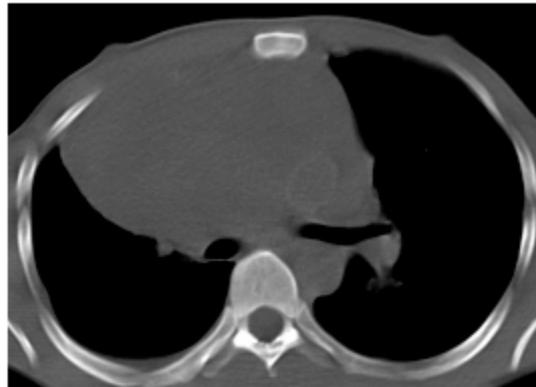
Tomografía Computarizada simple de tórax.
